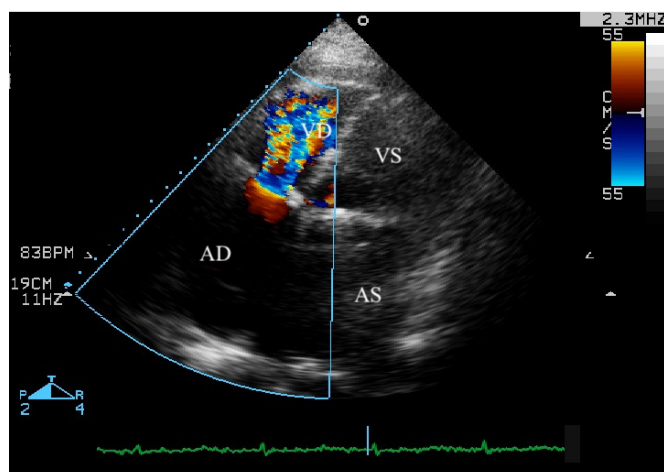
ETT, incidența apicală 4 camere, cu suprapunerea Doppler-ului color la nivelul valvei tricuspide: se observă flux turbulent diastolic, cu aspect de “flacără de lumânare”, tipic pentru ST. VS – ventricul stâng, AS – atriul stâng, VD – ventricul drept, AD – atriul drept
